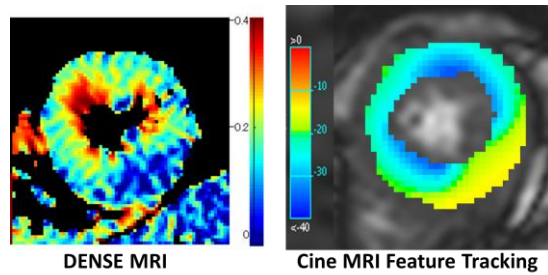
下壁梗塞患者における DENSE MRI (左) とシネ MRI スペックルトラッキング解析 (右) による左室円周方向の心筋ストレイン。心筋梗塞による下壁のストレイン低下が示されている。
